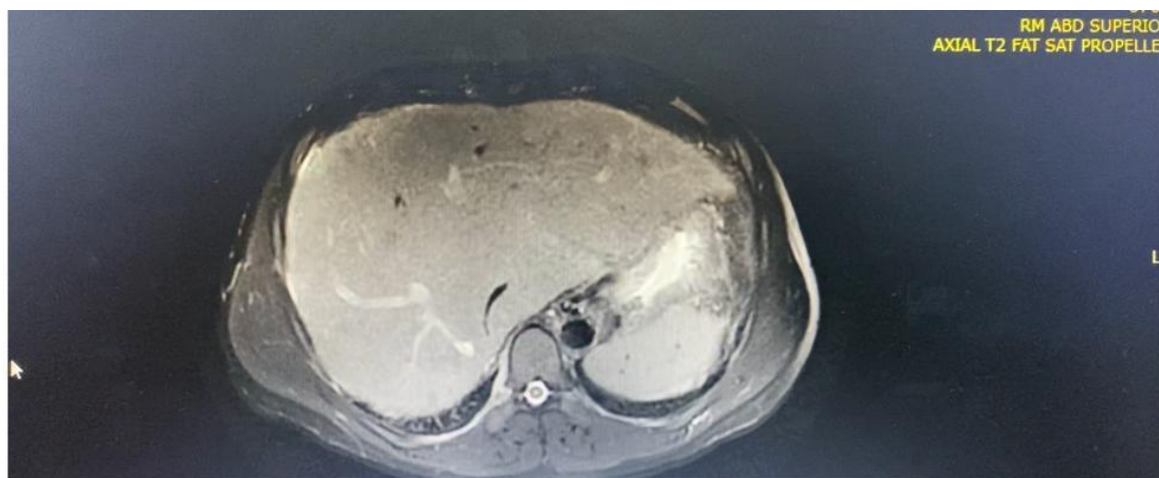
Ressonância magnética de abdome superior do paciente. Observa-se sinais de hipoperfusão hepática e hepatomegalia, característicos da Síndrome de Budd-Chiari. Fonte: Arquivo pessoal
